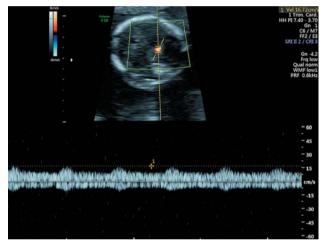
Кровоток в СМА непосредственно после трансфузии.
